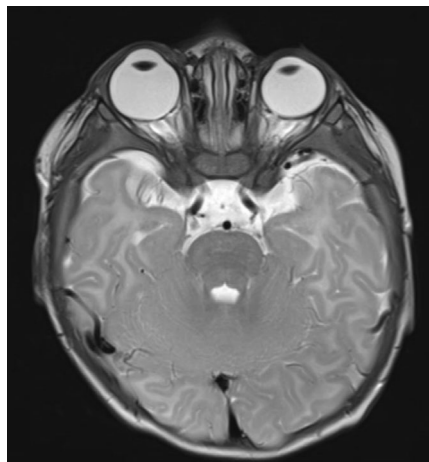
Resonancia magnética en secuencia T2 que muestra aumento del tamaño del globo ocular derecho en comparación con el contralateral.
